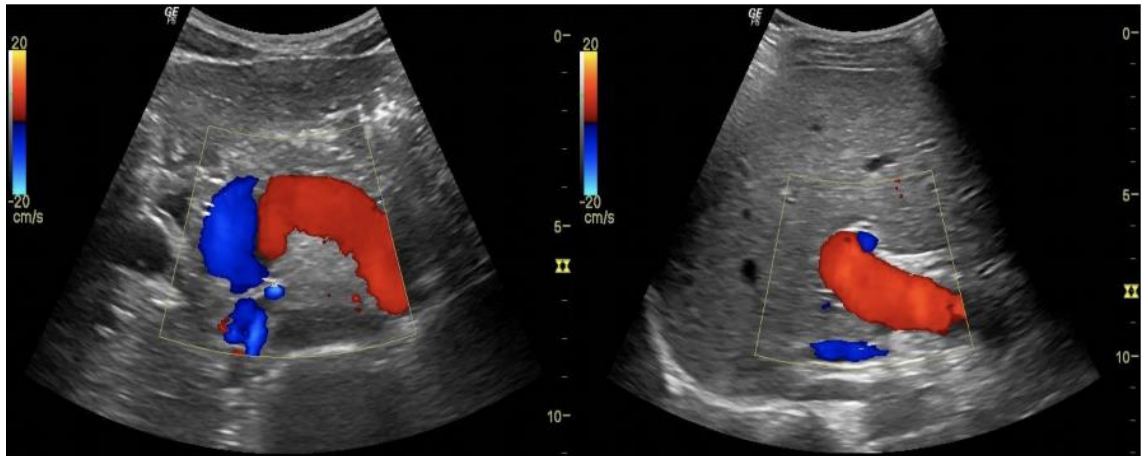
O estudo Doppler colorido sendo utilizado para avaliar o sentido do fluxo vascular tanto na veia esplênica (à esquerda), como na veia porta (à direita); em ambas o fluxo se apresenta hepatopetal
